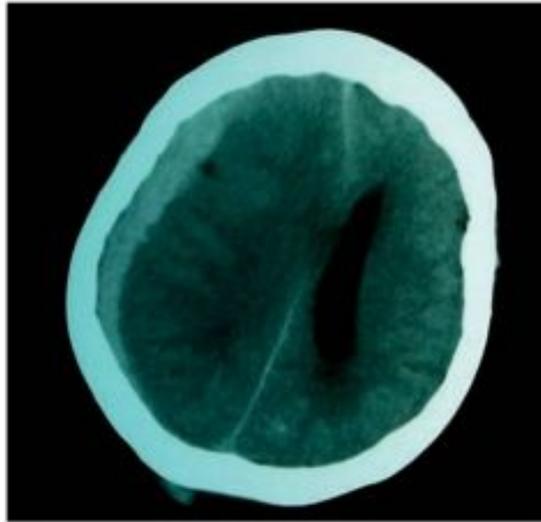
Tomografía computarizada del encéfalo simple que muestra hematoma subdural en el hemisferio derecho con efecto de masa y compresión del ventrículo lateral derecho.
